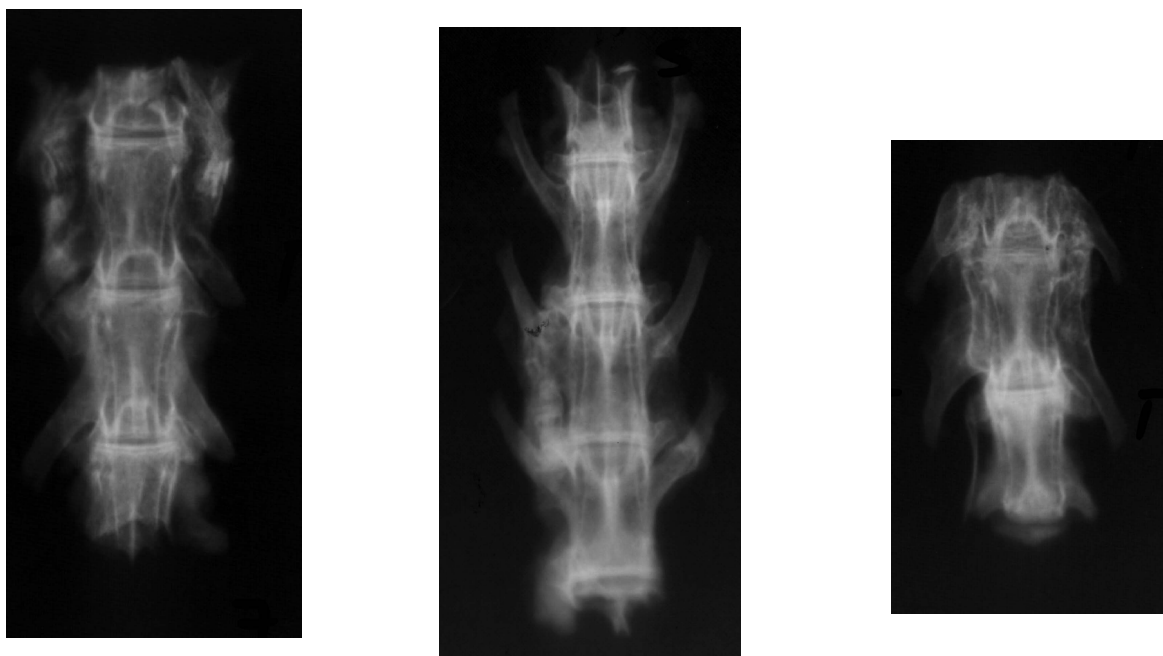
Radiografias da região lombar da coluna vertebral 64 dias após a cirurgia.
